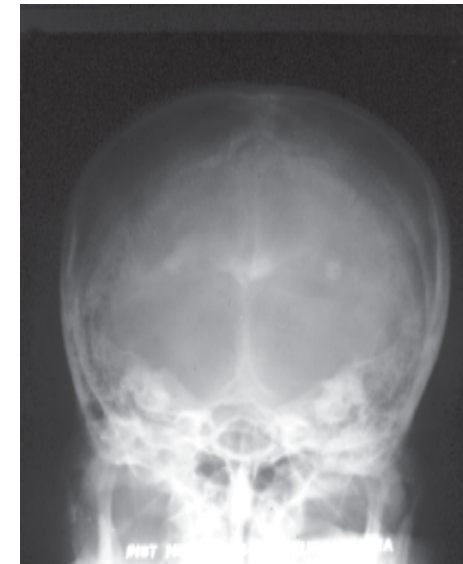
Radiografía del cráneo; vista de Towne. Se aprecia calcificación de los plexos coroides.
